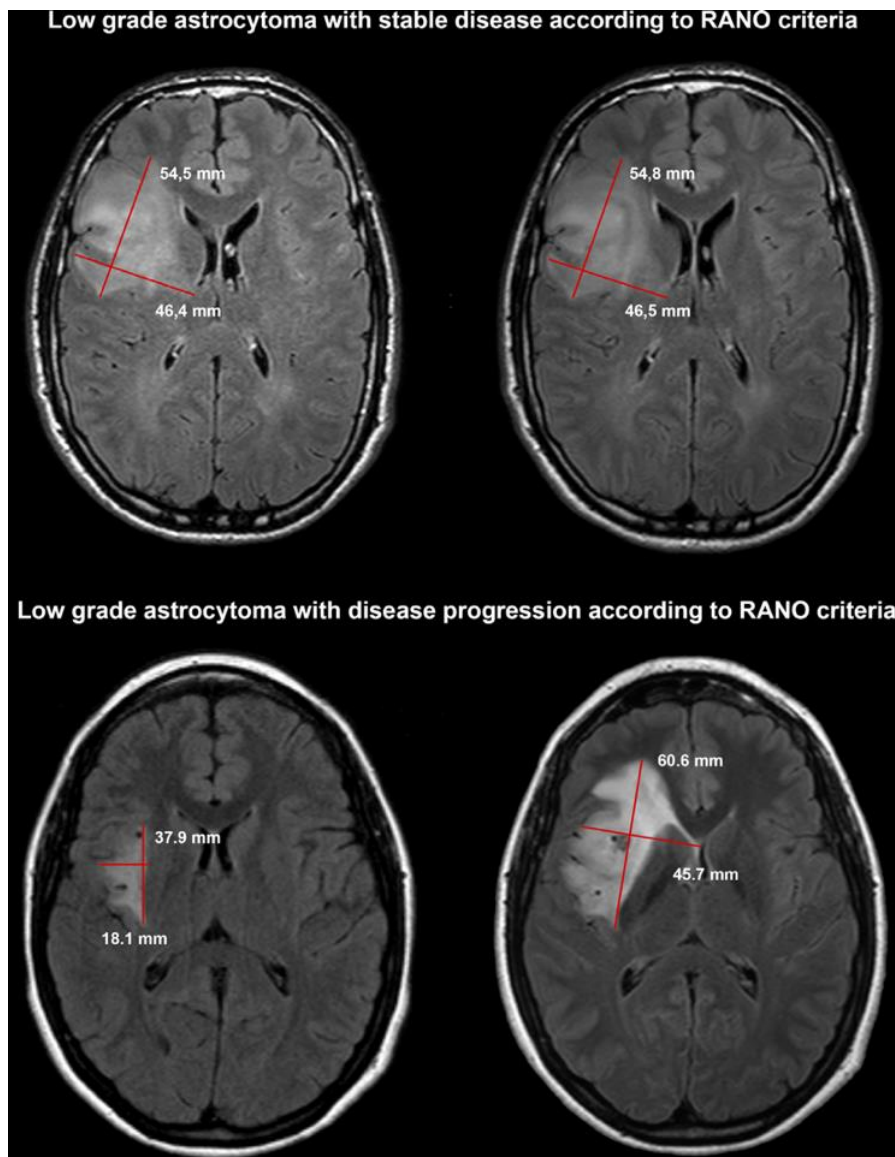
Tumormessungen zur Bestimmung eines potentiellen Krankheitsprogresses gemäß RANO-Kriterien. Links: Vorscan; Rechts: Follow-up. Oben: Follow-up-MRT beim low-grade Astrozytom mit einem stabilen Krankheitsstadium gemäß RANO-Kriterien. Unten: Follow-up-MRT. Bildquelle: Lennartz, Nobis et al.: MRI Follow-up of Astrozytoma.⁸⁶
